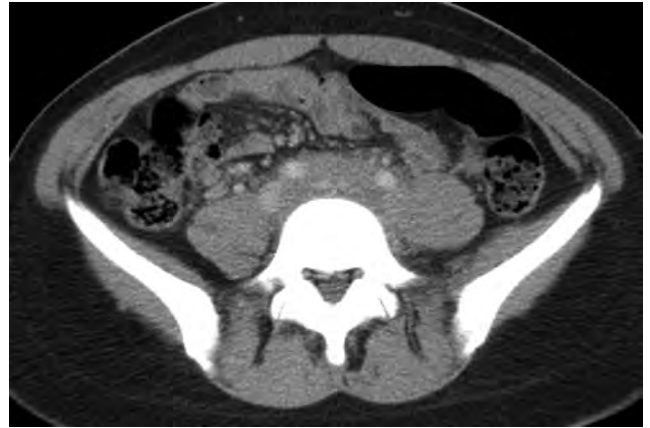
Mase adenopatic retroperitoneale cu înglobarea vaselor mari; tromboză de venă femurală și iliacă stângă, aspect CT
